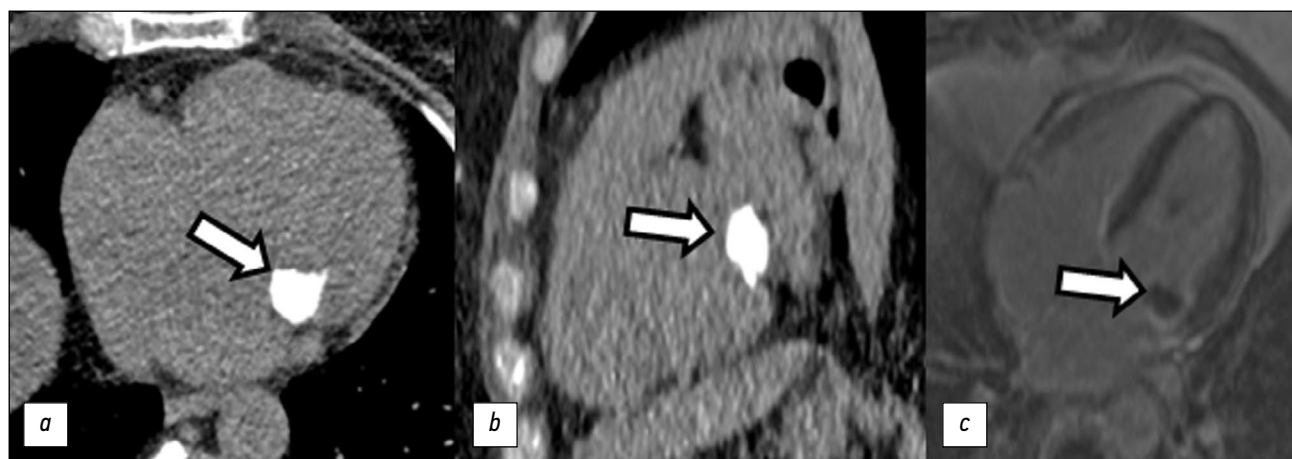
Пациентка, 65 лет. Кальциноз митрального клапана по данным различных визуализирующих методик: *a, b* — компьютерная томография (аксиальная и сагиттальная проекции, без контрастирования); *c* — магнитно-резонансная томография (четырёхкамерная проекция по длинной оси, режим отсроченного контрастного усиления).
